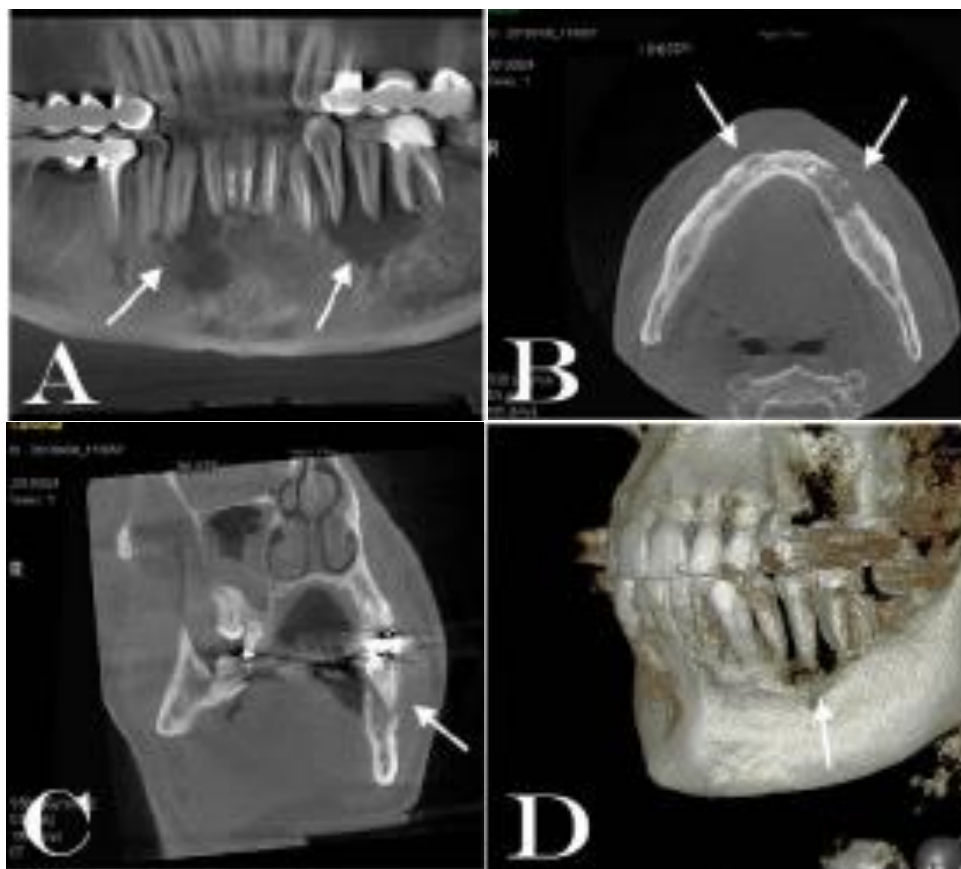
Imágenes CBCT: (A) imagen panorámica (B) corte axial (C) imagen coronal (D) Reconstrucción 3D.⁴⁵
